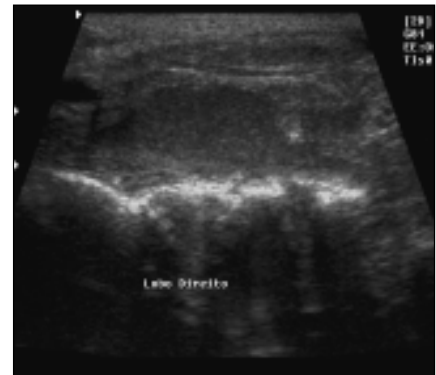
Ultra-sonografia de controle, corte longitudinal do lobo direito.
